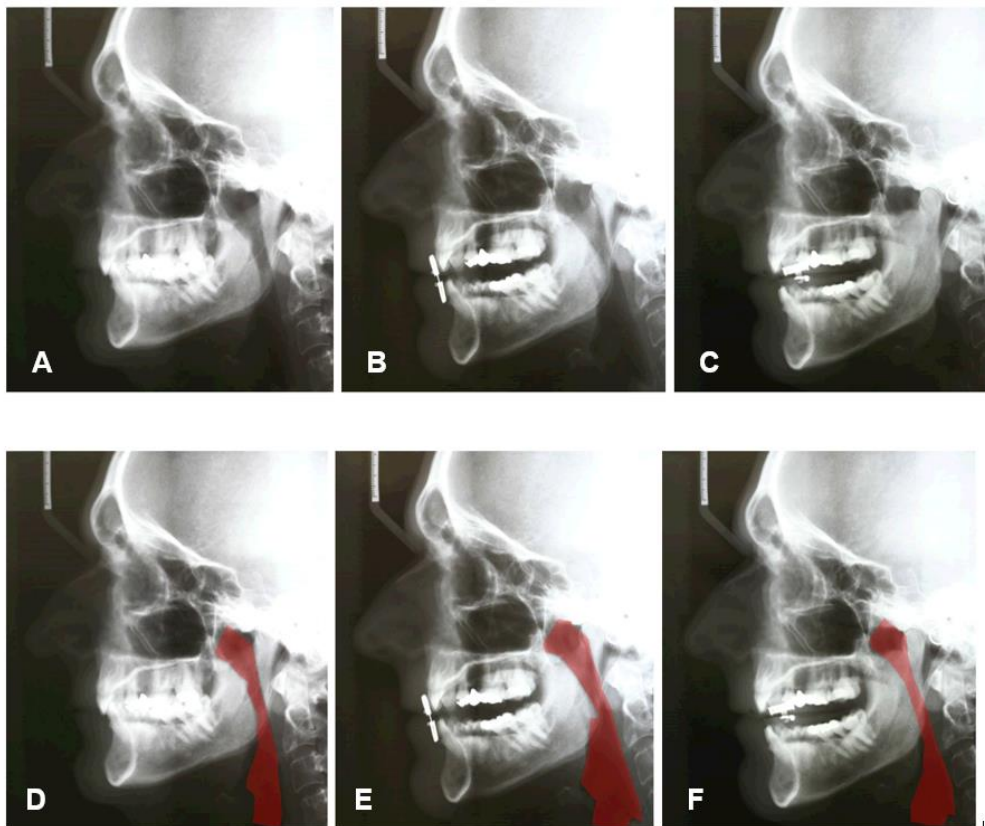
Radiografía lateral de cráneo de un paciente SAHS en las diferentes situaciones descritas en el texto.
